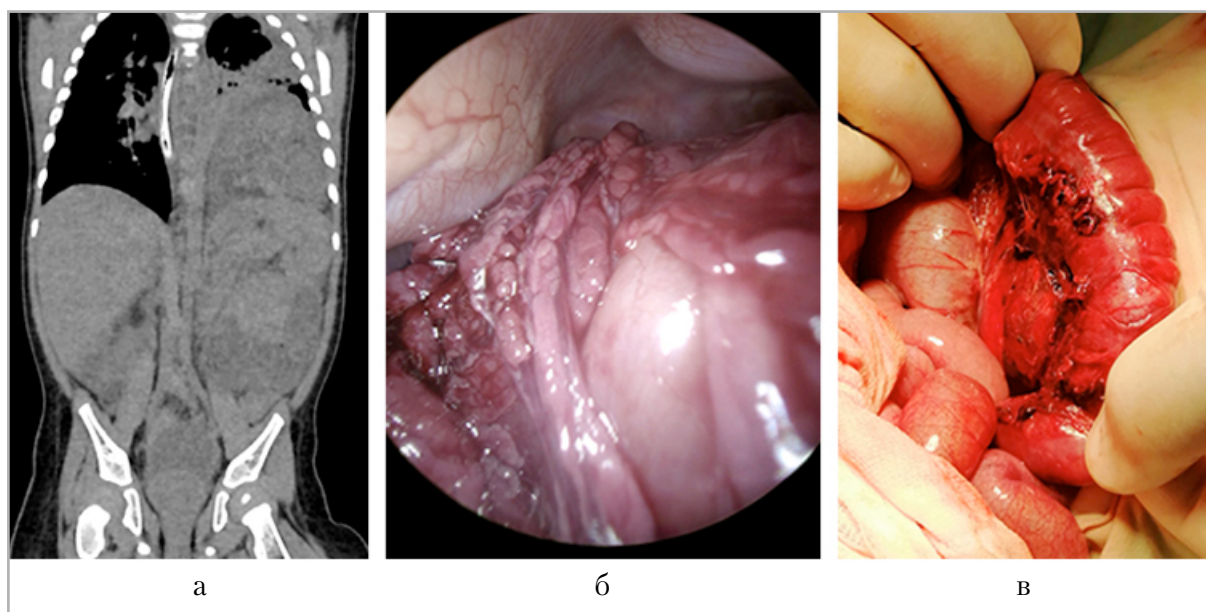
Дальнейшее обследование и лечение ребенка: а — КТ органов грудной и брюшной полости; б — торакоскопия; в — лапаротомия: ущемленная петля кишки с отеочной, цианотичной стенкой извлечена из плевральной полости и выведена в рану
